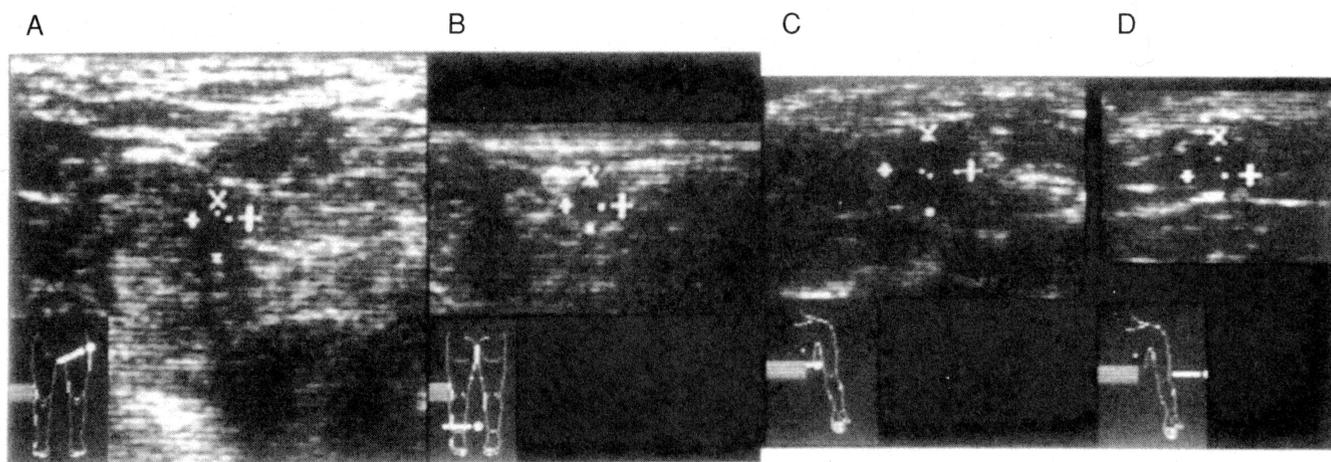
Evaluation of autogenous vein using color duplex doppler ultrasound scan (Case 1).
